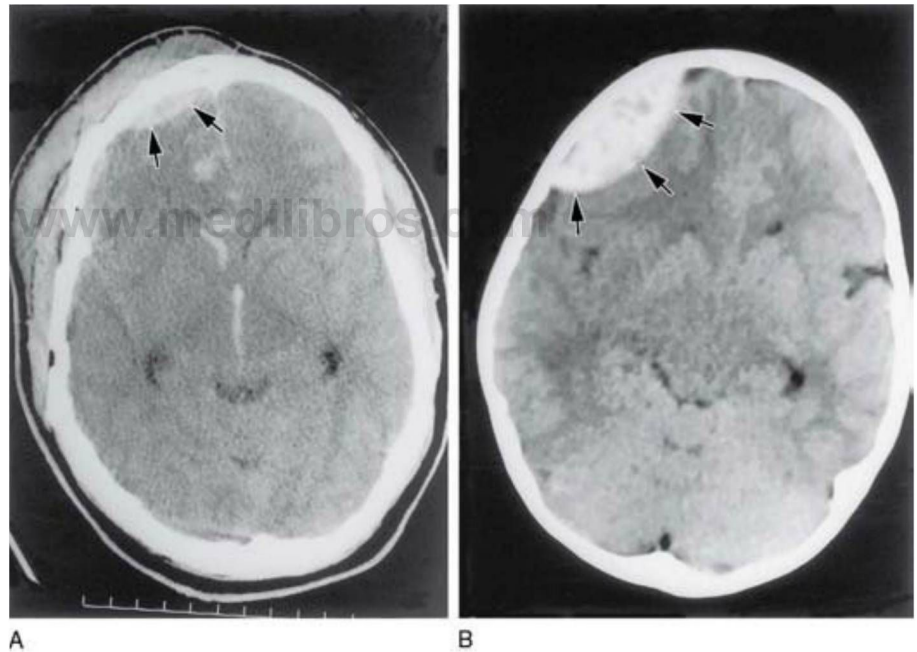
A y B, Ejemplos de hematomas epidurales en el lado derecho del paciente (flechas) en imágenes de TC. La lesión más pequeña en A tiene un origen traumático evidente; este paciente presenta una lesión de partes blandas, una fractura de cráneo, sangre intraparenquimatoso cerebral y sangre en el asta anterior del ventrículo lateral y en el tercer ventrículo. La causa de la lesión principal (B) no es obvia. Compárese la forma de estas lesiones con la de un hematoma «subdural» en la figura 7-15.
